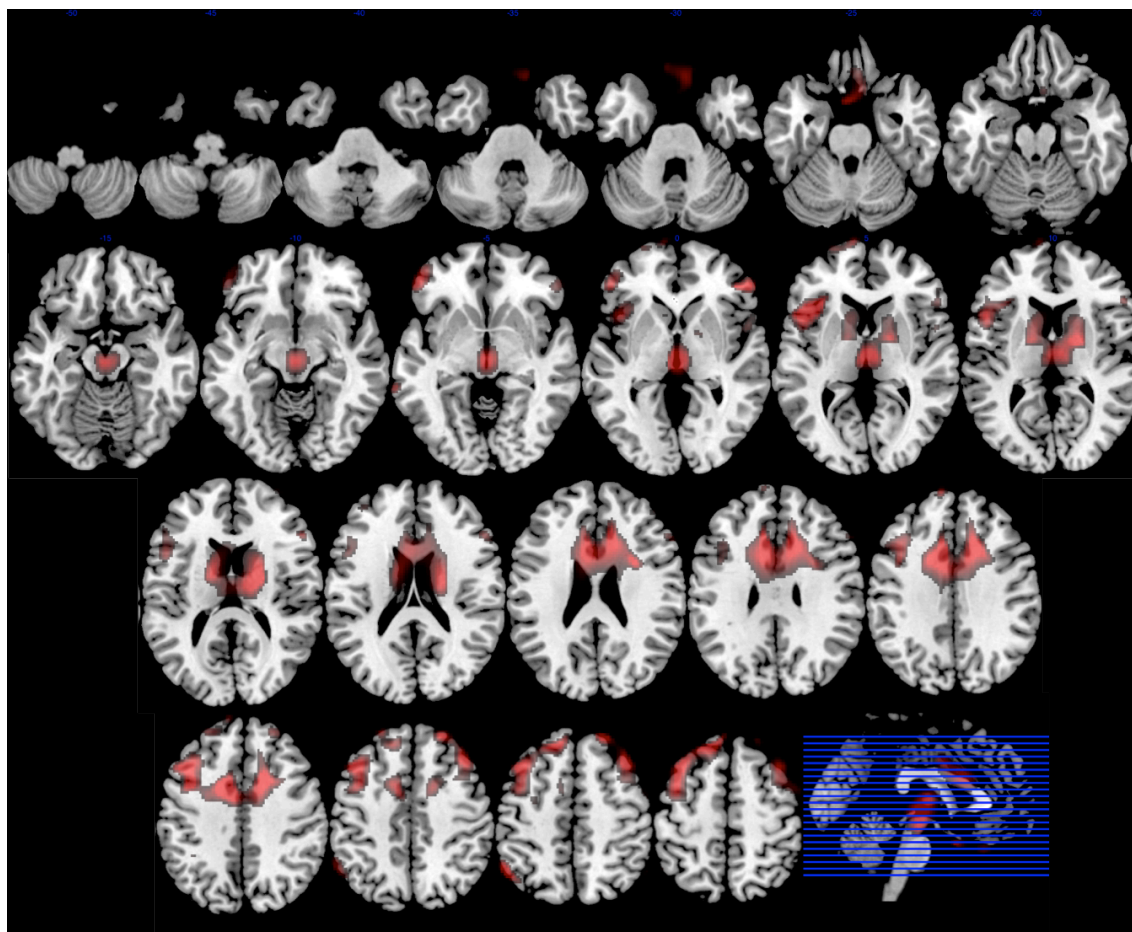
36. Topografía de la parálisis supranuclear progresiva. Imagen superpuesta sobre Resonancia Magnética a partir del análisis realizado con SPM. Se muestran las zonas de menor metabolismo en el grupo de pacientes con parálisis supranuclear progresiva en comparación con controles. Orientación neurológica.
